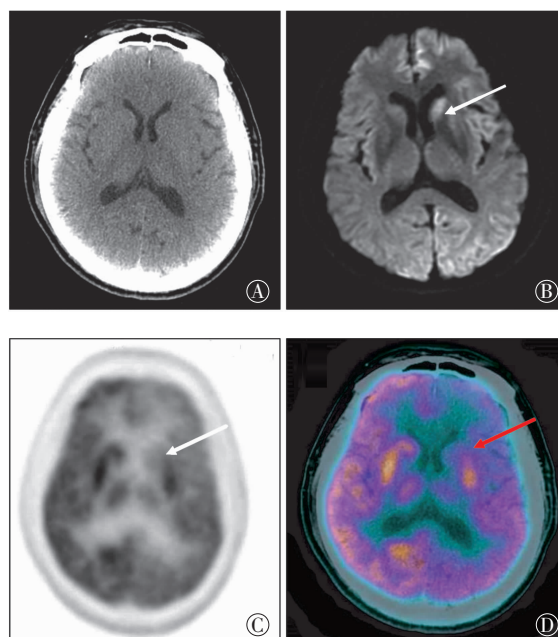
患者男性, 62岁, 散发型克雅病, 脑部CT、MRI、PET/CT图像 图中, A: CT平扫图像, 脑实质未见明显异常; B: MRI弥散加权图像, 图中示左侧尾状核头部呈高信号; C~D: 分别为同一层面的PET图像和PET/CT融合图像, 图中示左侧额顶、颞叶和基底节、丘脑弥漫性糖代谢减低, 脑CT平扫未见明显异常。
